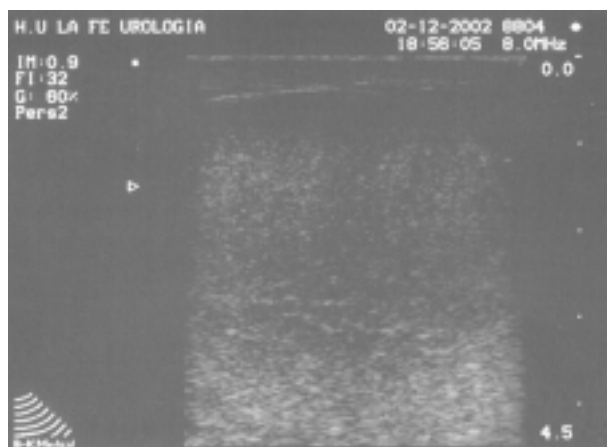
Ecografía escrotal.
